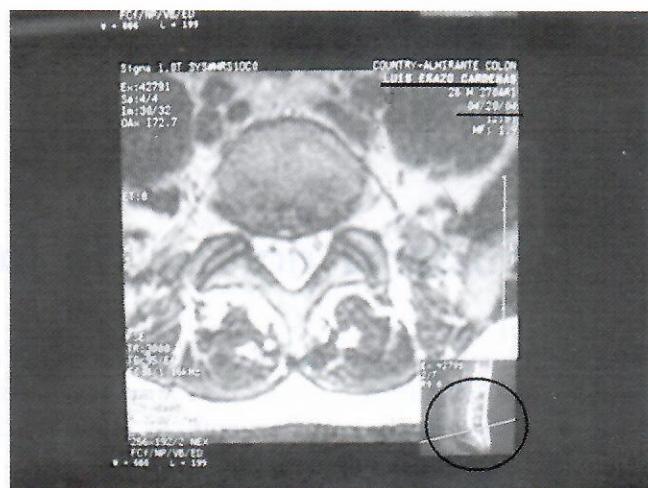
B. Resonancia de la columna lumbar en proyecciones sagital y axial del mismo paciente. Se observa como la hernia discal desapareció cumpliendo con su historia natural.
